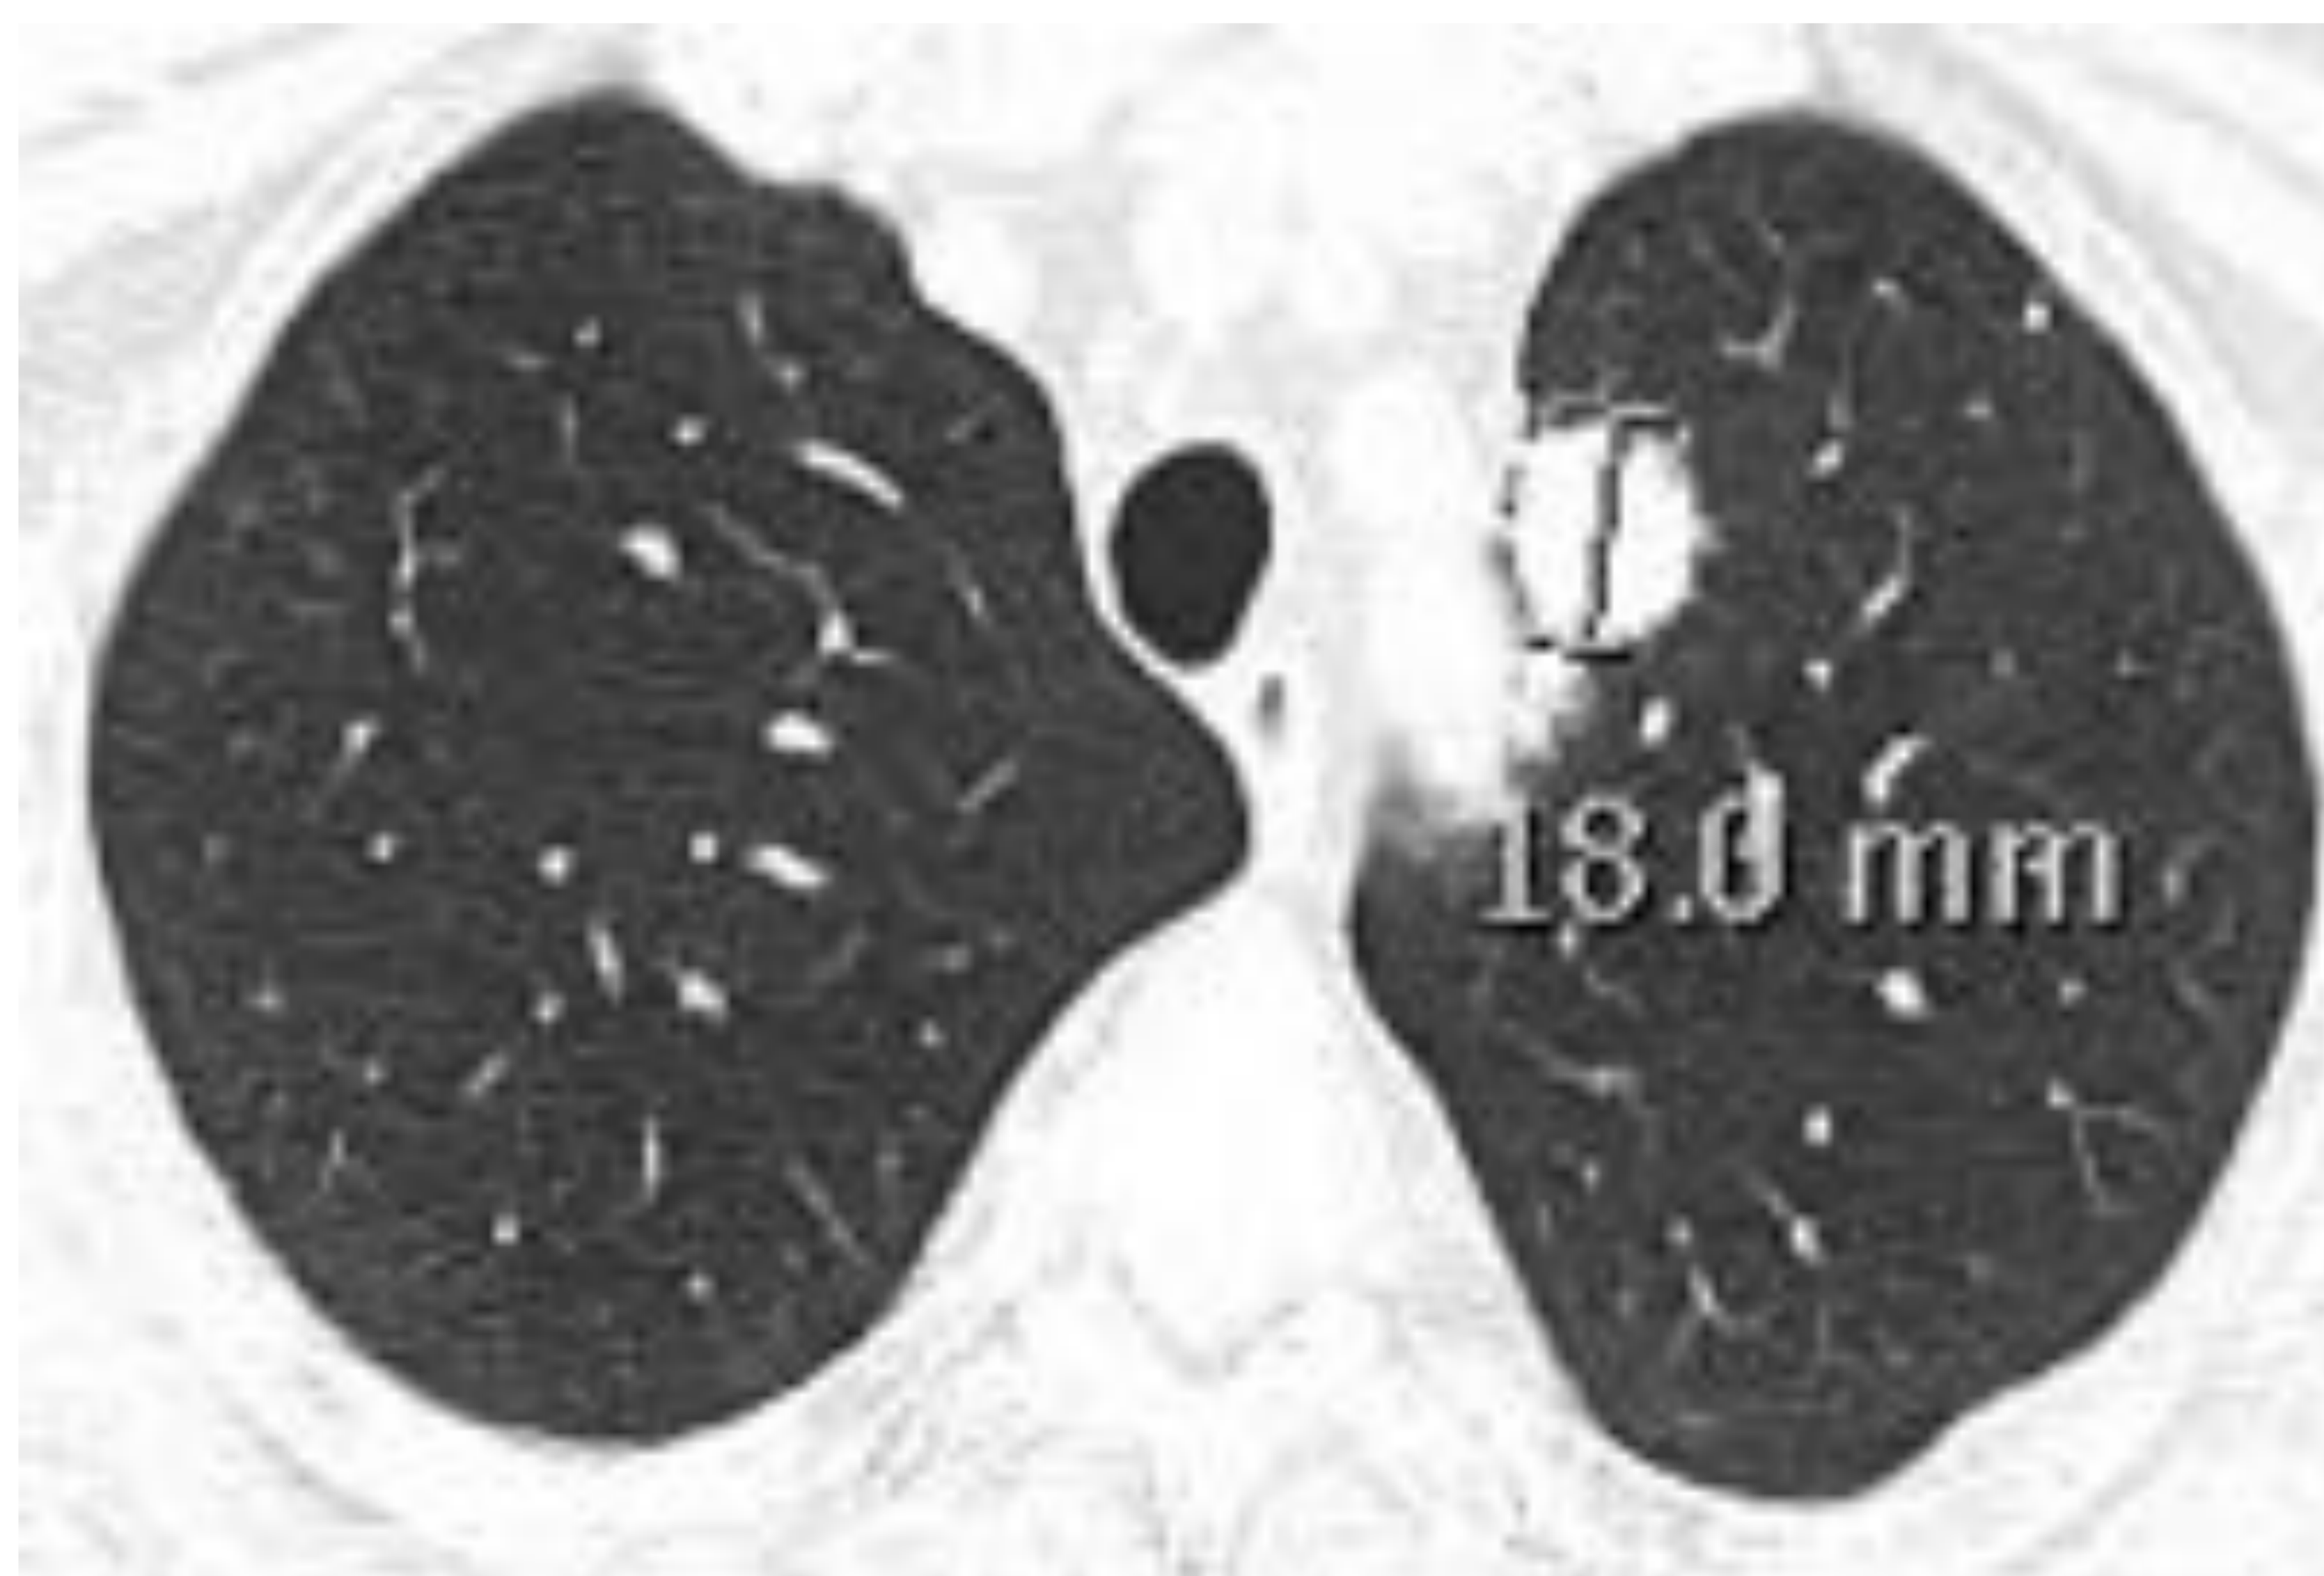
Mujer de 85 años fumadora. Hallazgos incidentales en el estudio de imagen de una pancreatitis. *Imagen A;* Se identifican múltiples nódulos sólidos bilaterales, dos de ellos localizados en LSD de 13 y 6.5 mm de diámetro y otro nódulo en LSI de 18 mm. *Imagen B;* TC de control a los 6 meses, donde se objetiva estabilidad de los nódulos. *Imagen C;* Control opcional a los 12 meses desde la última TC, se objetiva estabilidad de los nódulos, por lo que se decide finalizar el seguimiento siguiendo las guías de la sociedad de Fleischner.
